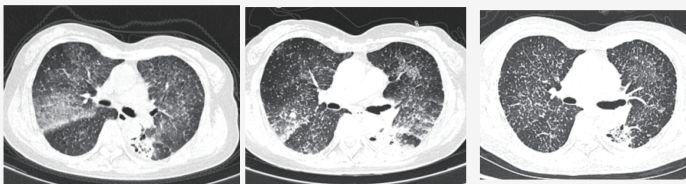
入院时胸部 CT 平扫 图 2 转入 ICU 后胸部 CT 增强 图 4 抗 MRSA 治疗后胸部 CT 平扫
